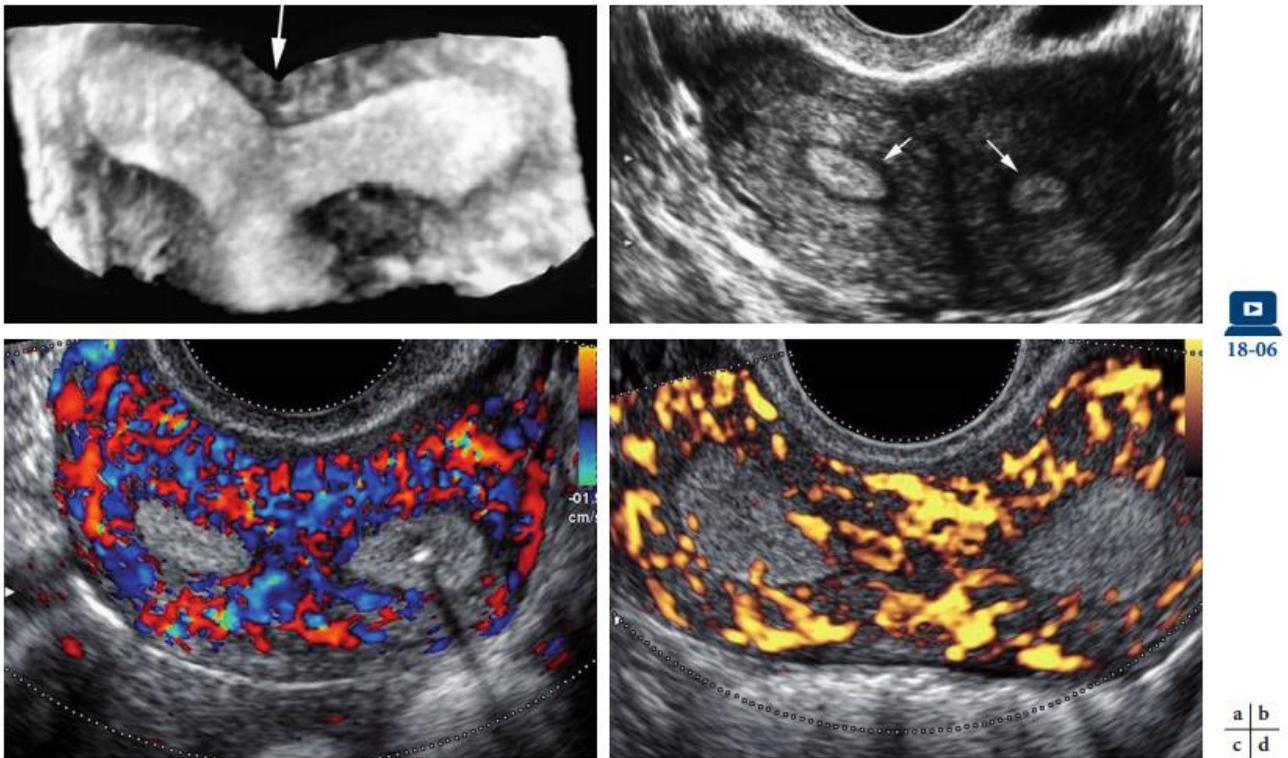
Utérus bicorne unicervical. a. Coupe frontale avec reconstruction volumique 3D. Échancrure du fond utérin (J) et divergence à 180° des deux cavités. b. Chaque cavité endométriale est entourée par un liseré hypoéchogène (J). c et d. Aspect Doppler : présence de deux couronnes vasculaires concentriques avec aspect en canon de fusil en Doppler couleur (c), et en Doppler énergie (d).[7]
